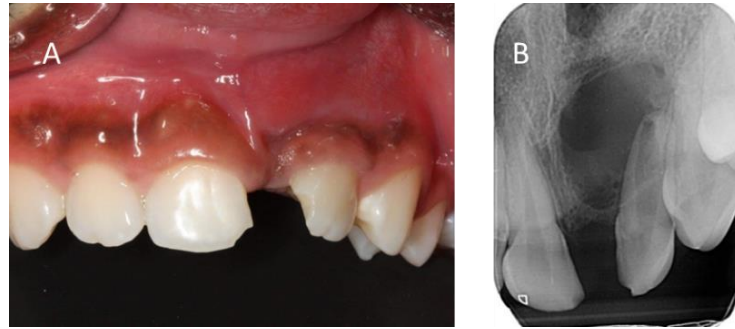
Photographie intra-buccale du site 7 jours après le drainage de la tuméfaction (A) et radiographie rétro-alvéolaire centrée sur la dent n°22 mettant en évidence la présence d'une image radioclaire d'aspect kystique en rapport avec celle-ci (B)
